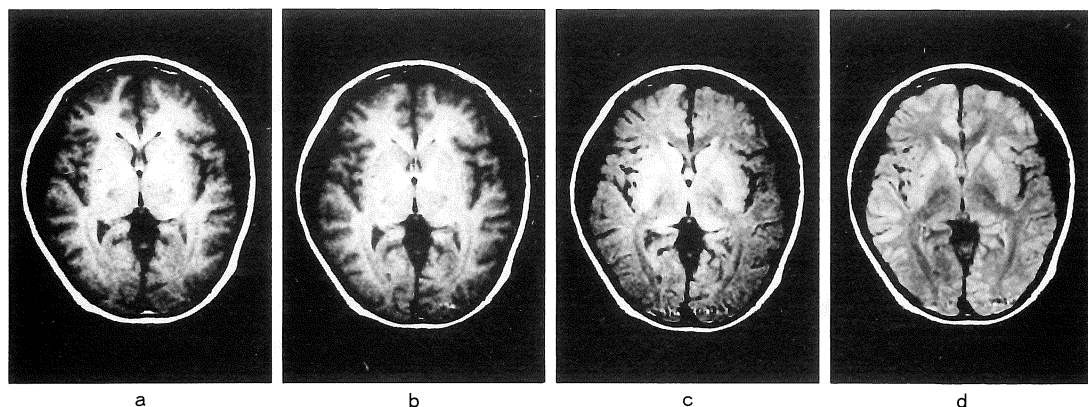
MR images of volunteer's head using partial FA SE imaging. T<sub>1</sub> weighted-SE (TR=500ms, TE=20ms) image (a) has the similar contrast as partial FA SE (TR=1000ms, FA=24°) image (b). Partial FA SE (FA=24°) (b) provides better T<sub>1</sub>-dependent contrast than partial FA SE (FA=48°) (c) and partial FA SE (FA=96°) (d).
